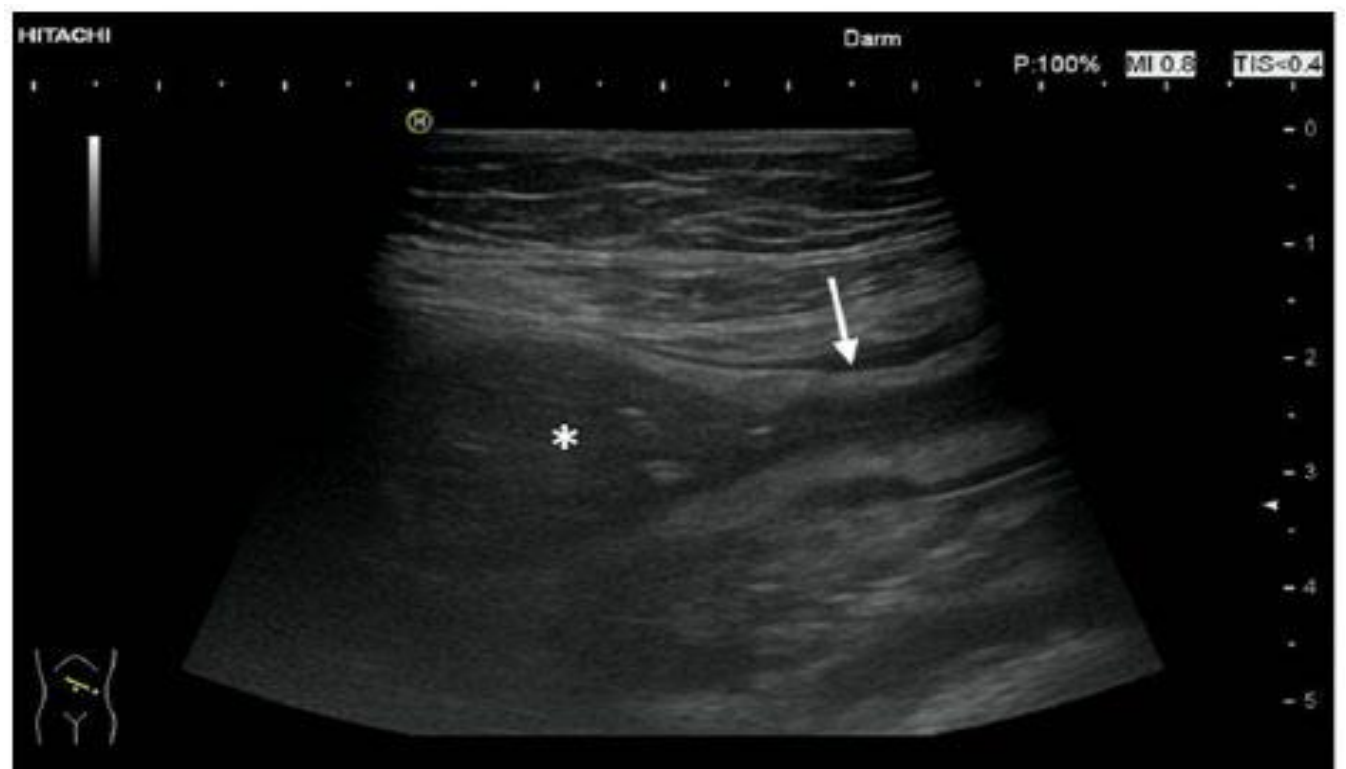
image échographique montrant une sténose digestive avec dilatation d'amont
